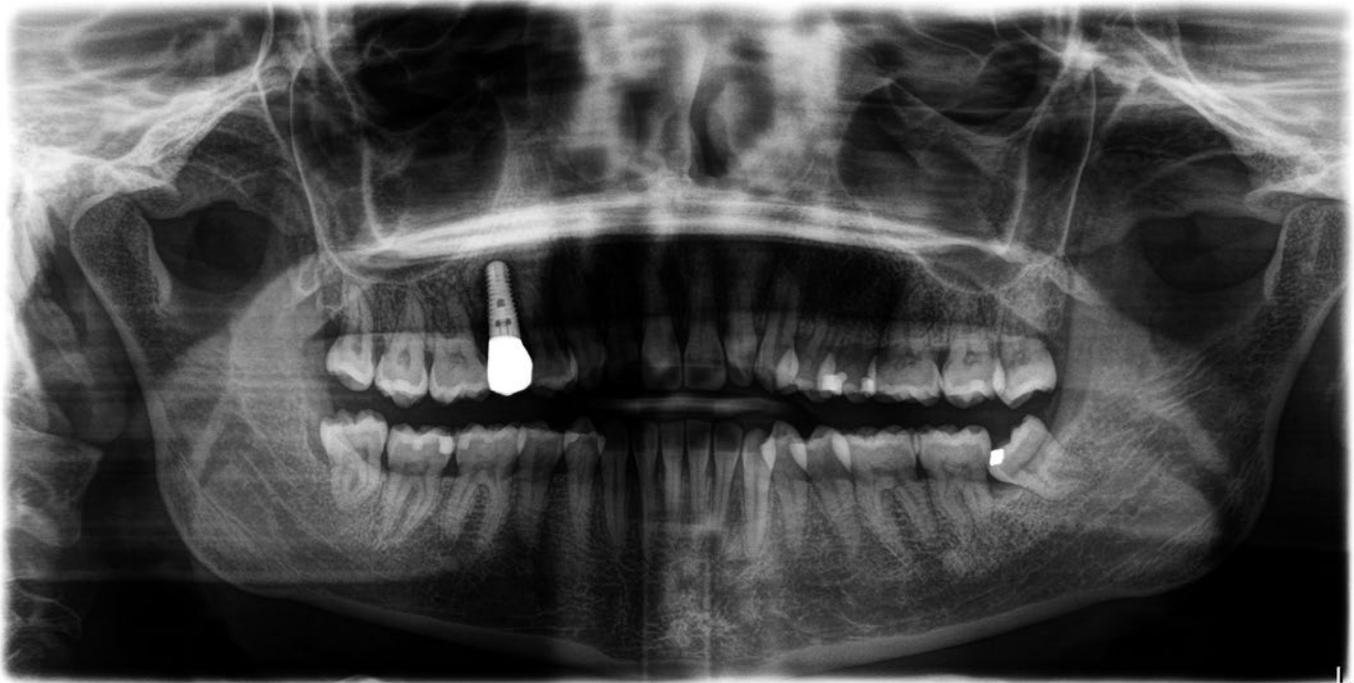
Orthopantomogramme avec ostéolyse péri-implantaire dans la région 15 et dent 48 partiellement incluse, avant la perte spontanée de l'implant 15
